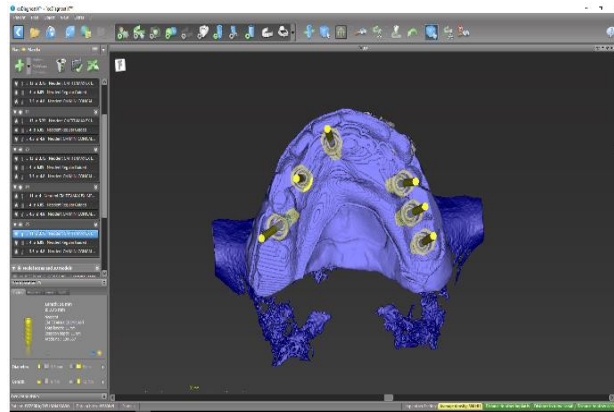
Planejamento virtual dos implantes reconstrução tridimensional da tomografia computadorizada no programa NeoGuide (Neodent®, Curitiba, PR - Brasil).
